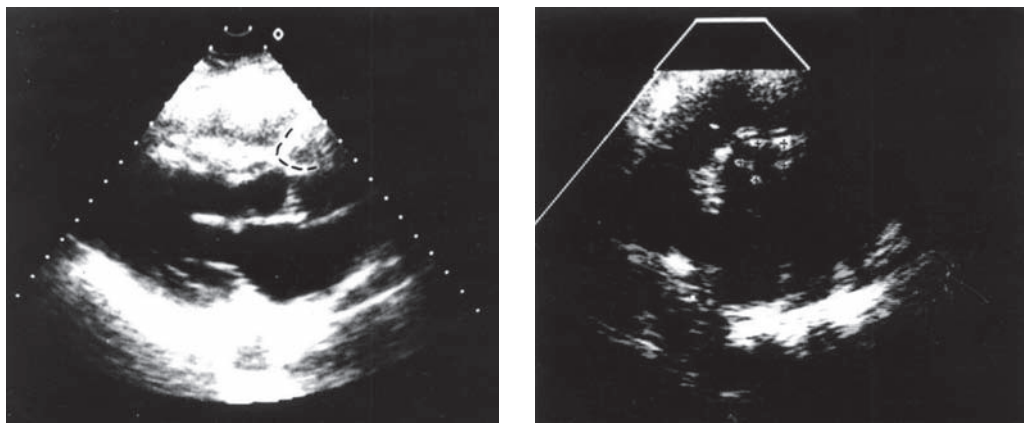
Вид ксеноперикардальной створки клапана аорты у больной А. при эхокардиографии.
